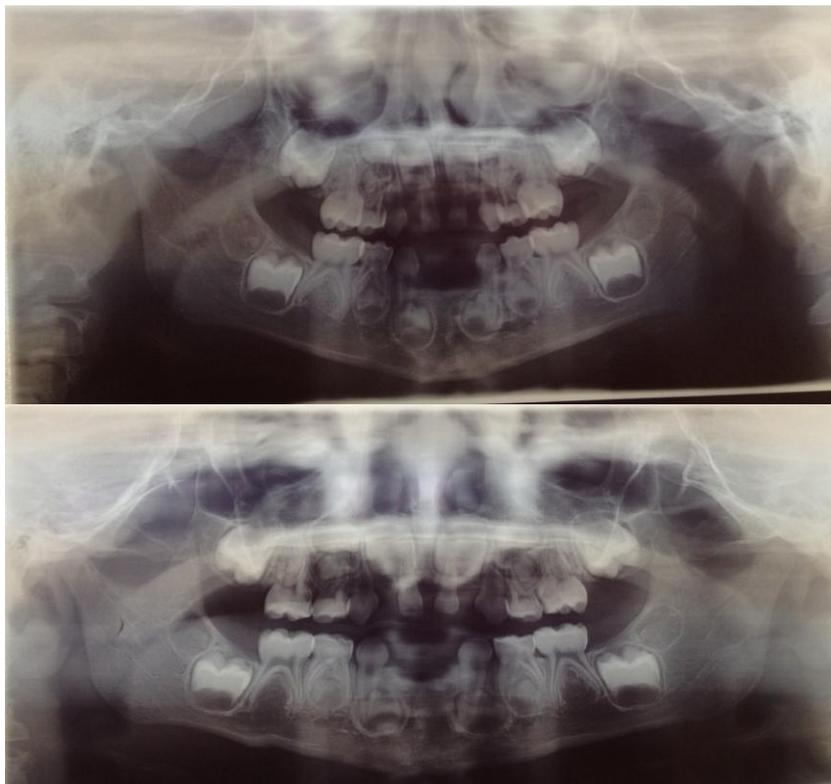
Radiographies panoramiques d'une paire de jumeaux homozygotes âgés de 12 ans et demi.
